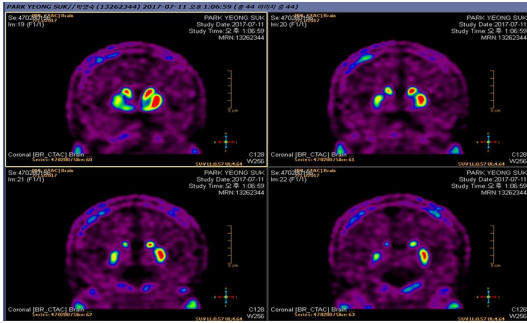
PET CT shows hypometabolism, Rt. caudate nucleus, putamen.
